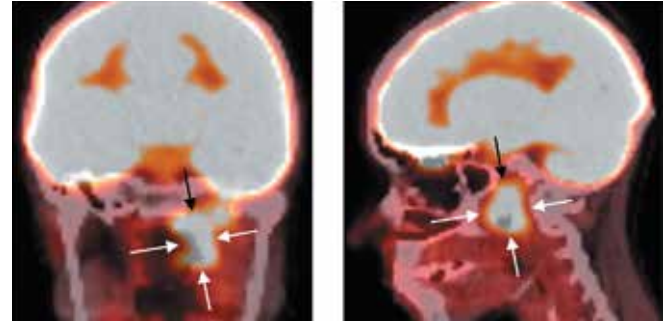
Positron emission tomography/computed tomography scan dated January 2024. The tumor size and its metabolic activity have reduced (arrows)
